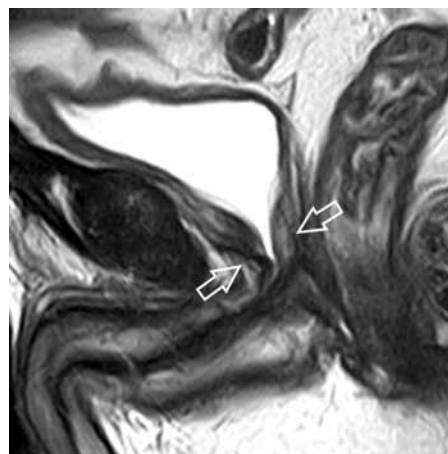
Магнитно-резонансная томограмма малого таза пациента после радикальной простатэктомии: T2-взвешенное изображение в сагиттальной проекции. Область уретровезикального анастомоза указана стрелками
